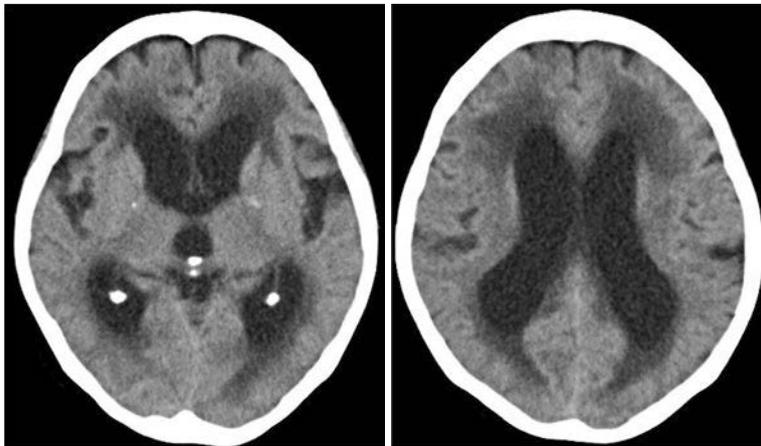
Head computed tomography scan on admission. Enlargement of both lateral ventricles and the third ventricles was observed.
